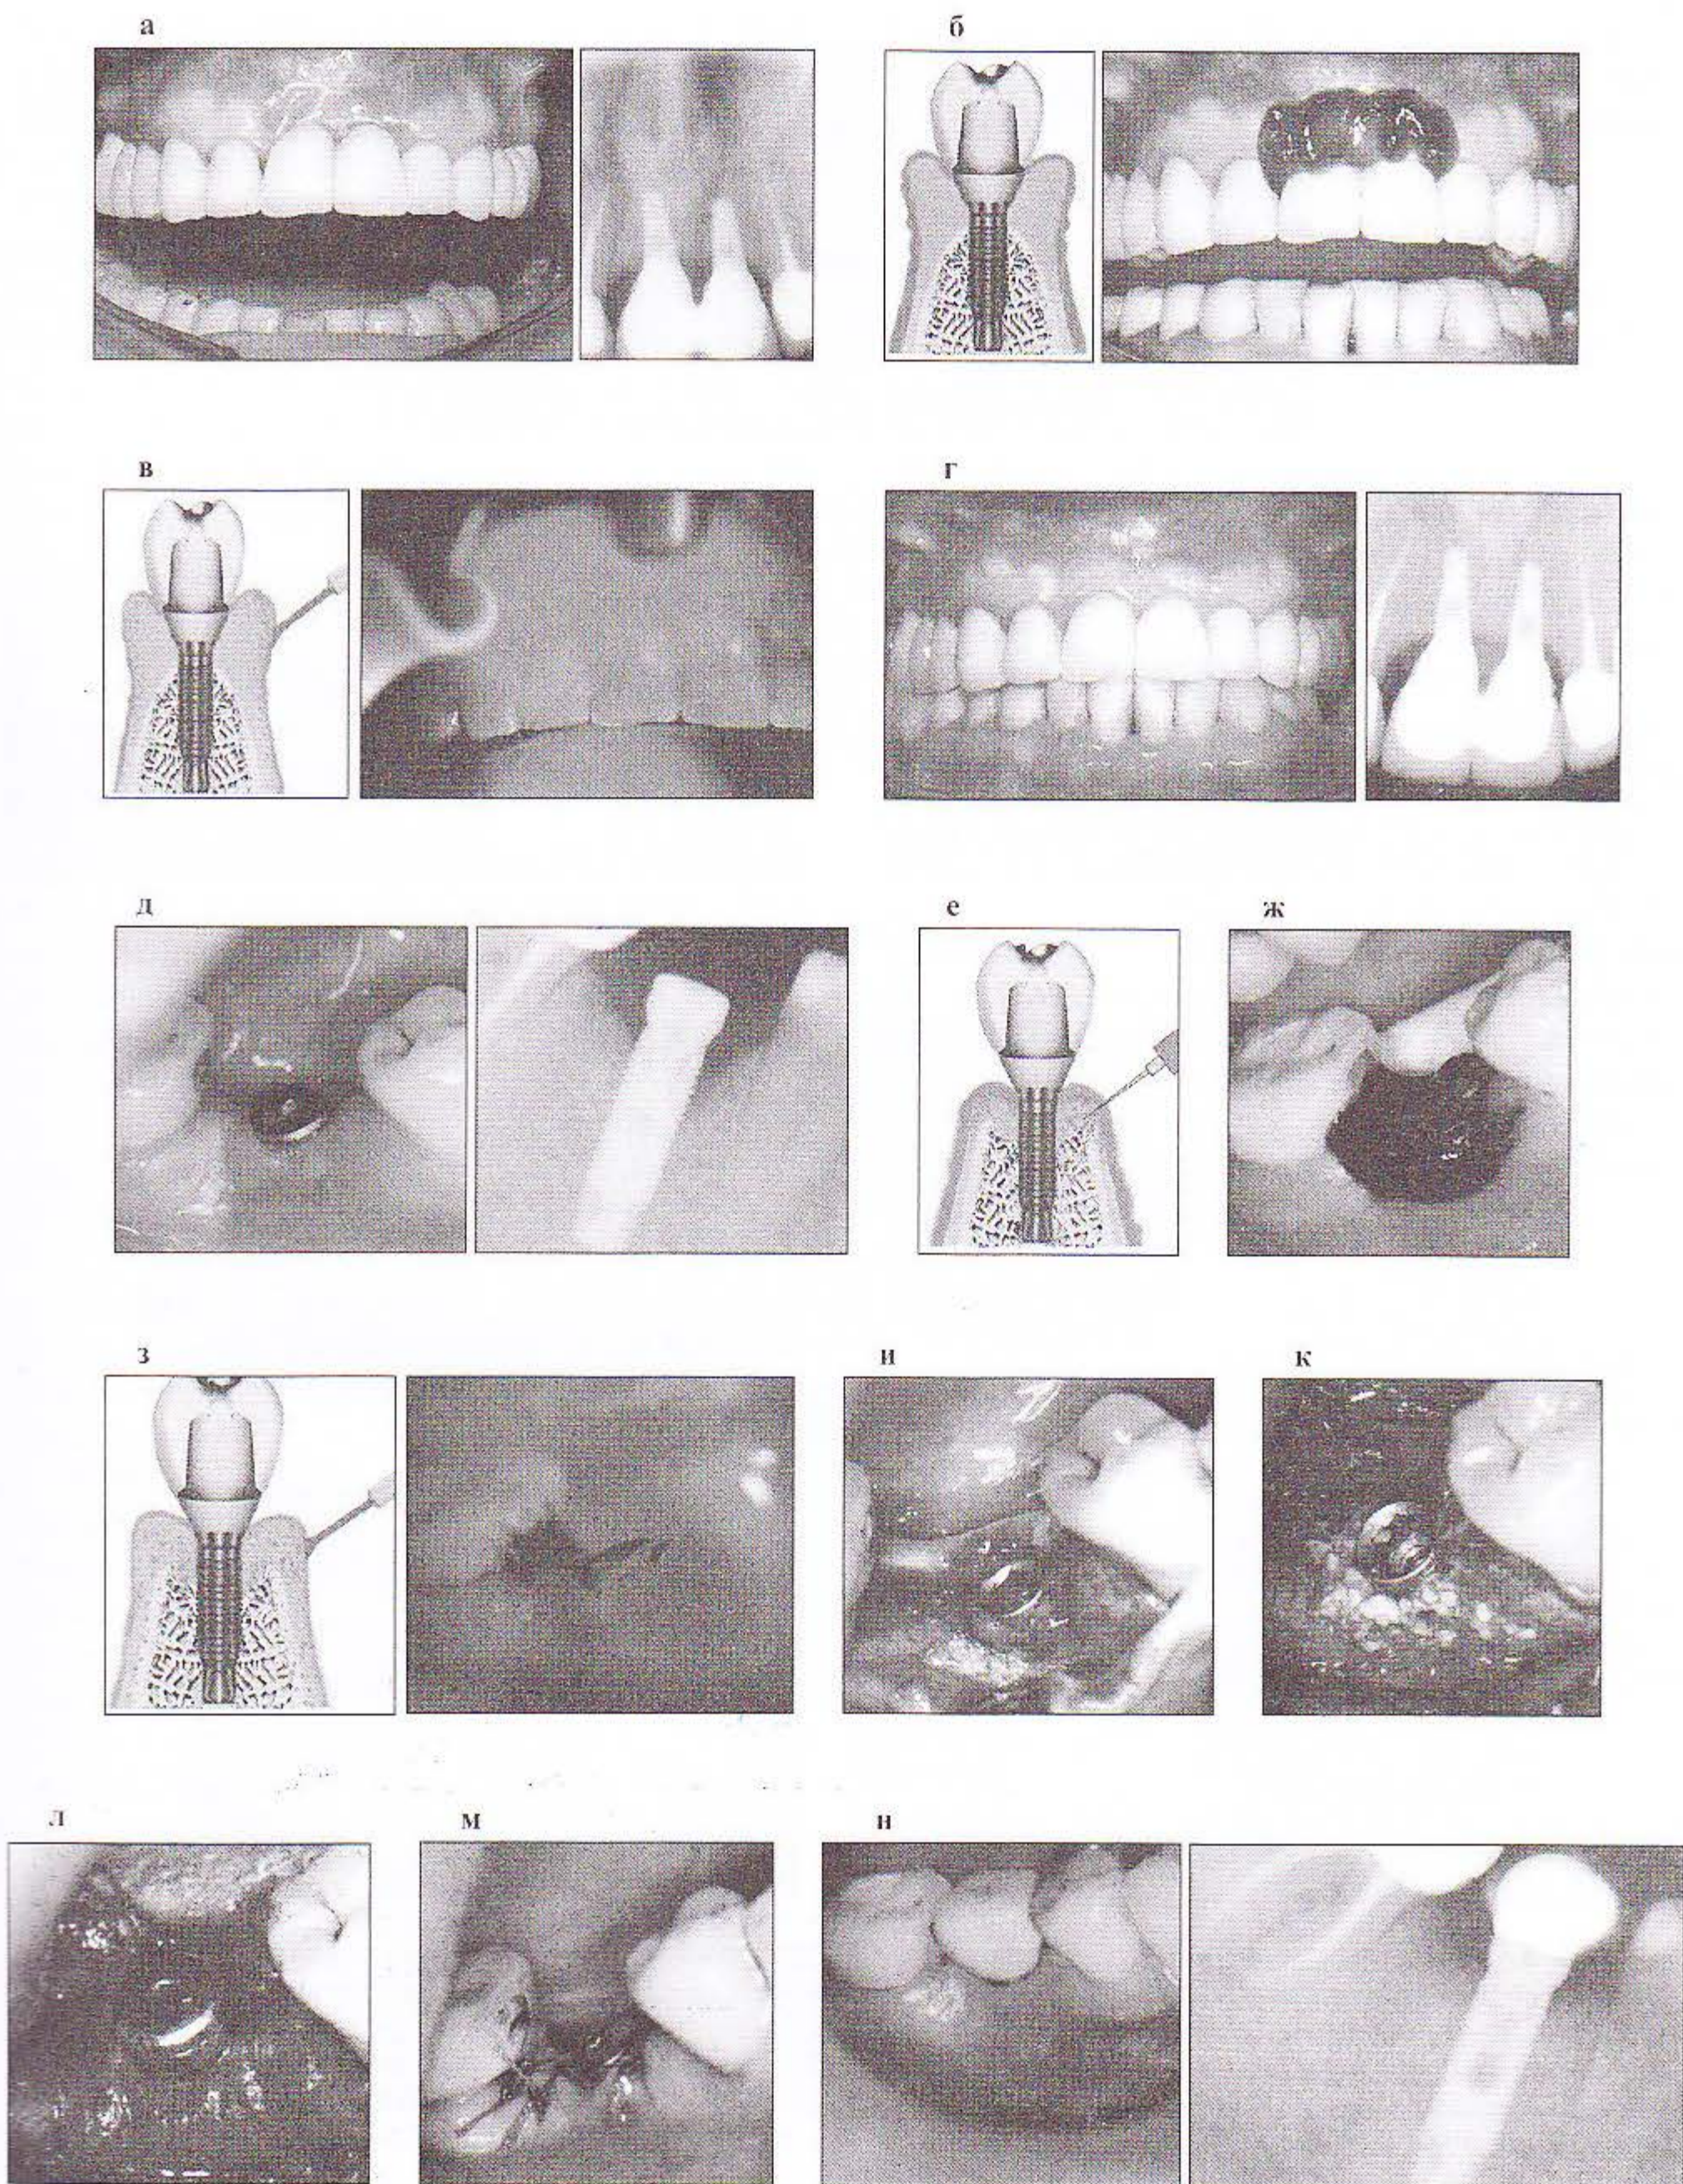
Мукозит: *а* – мукозит в области 11-го и 21-го имплантатов. Рентгеновский снимок до лечения; *б* – нанесение геля радахлорина на участок слизистой; *в* – БТС-терапия с использованием универсального световода; *г* – состояние мягких тканей вокруг 11-го и 21-го имплантатов и рентгеновский снимок через два года после БТС-терапии; *д* – состояние полости рта и рентгеновский снимок пациентки Б. в области 46-го имплантата до лечения; *е* – введение раствора радахлорина инъекционно; *ж* – нанесение геля радахлорина на воспаленную слизистую; *з* – БТС-терапия с использованием универсального световода; *и* – хирургический этап лечения; *к* – заполнение костного дефекта остеопластическим; *л* – перекрытие дефекта биорезорбируемой мембраной; *м* – репозиция лоскута; *н* – состояние перимплантатной слизистой и рентгеновский снимок через два года после лечения
